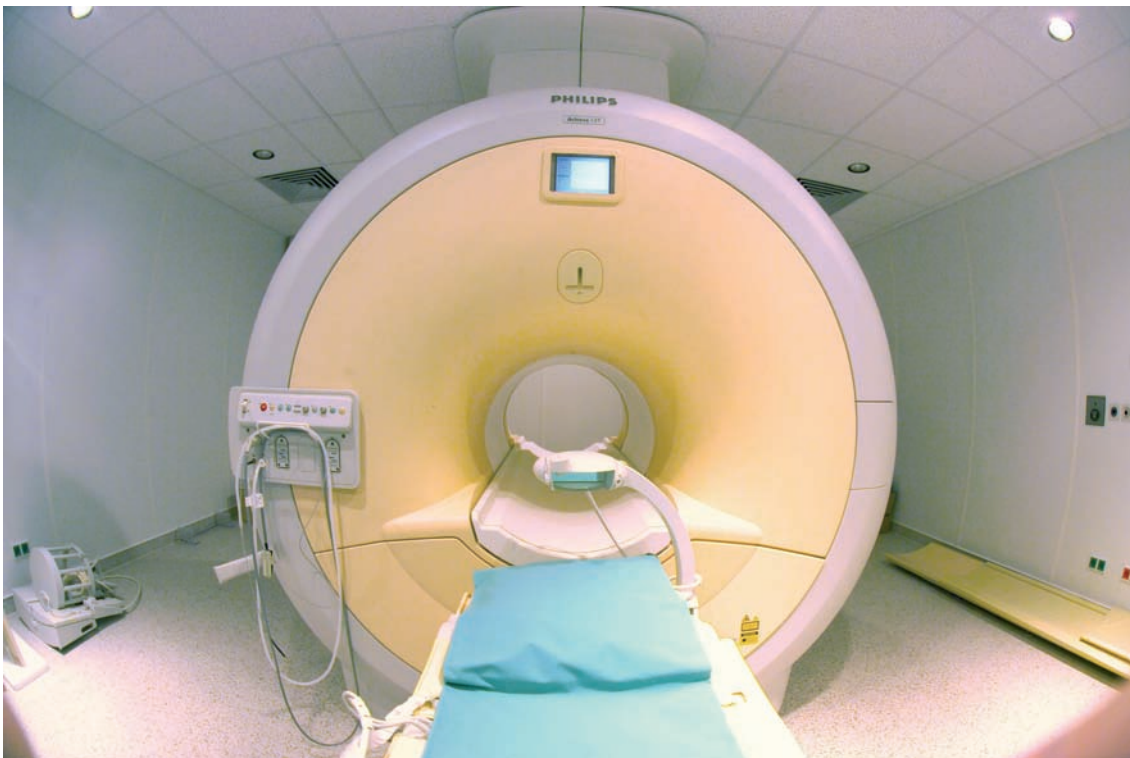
PHILIPS Intera Achieva 1.5Tesla Kardio- MRT
